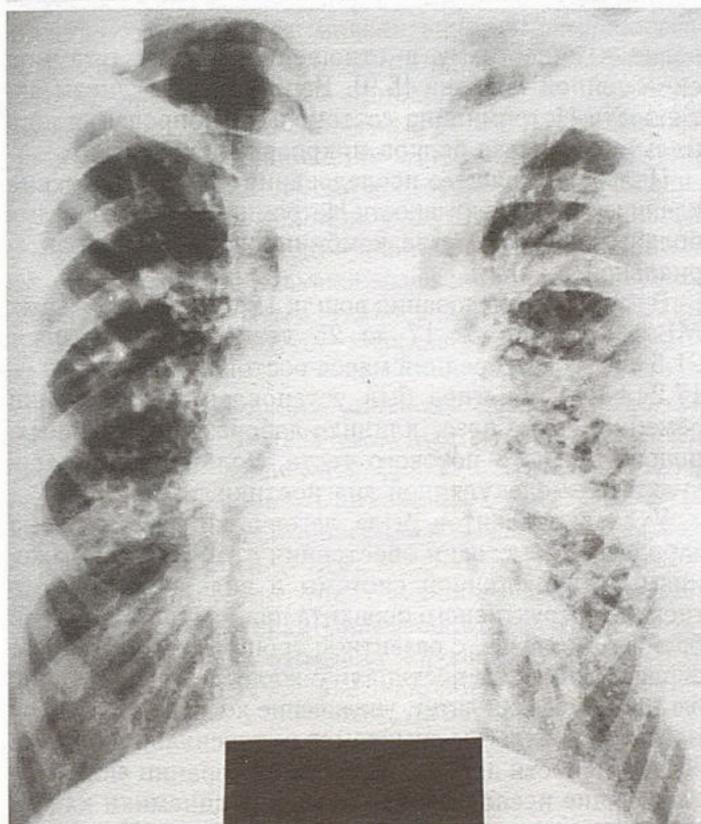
Прямая рентгенограмма органов грудной клетки пациента до (А) и после (Б) лечения.
